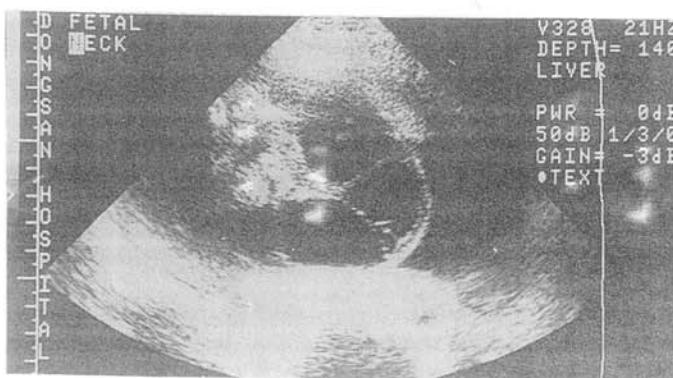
Ultrasonography of cystic hygroma showing septated huge cyst.
